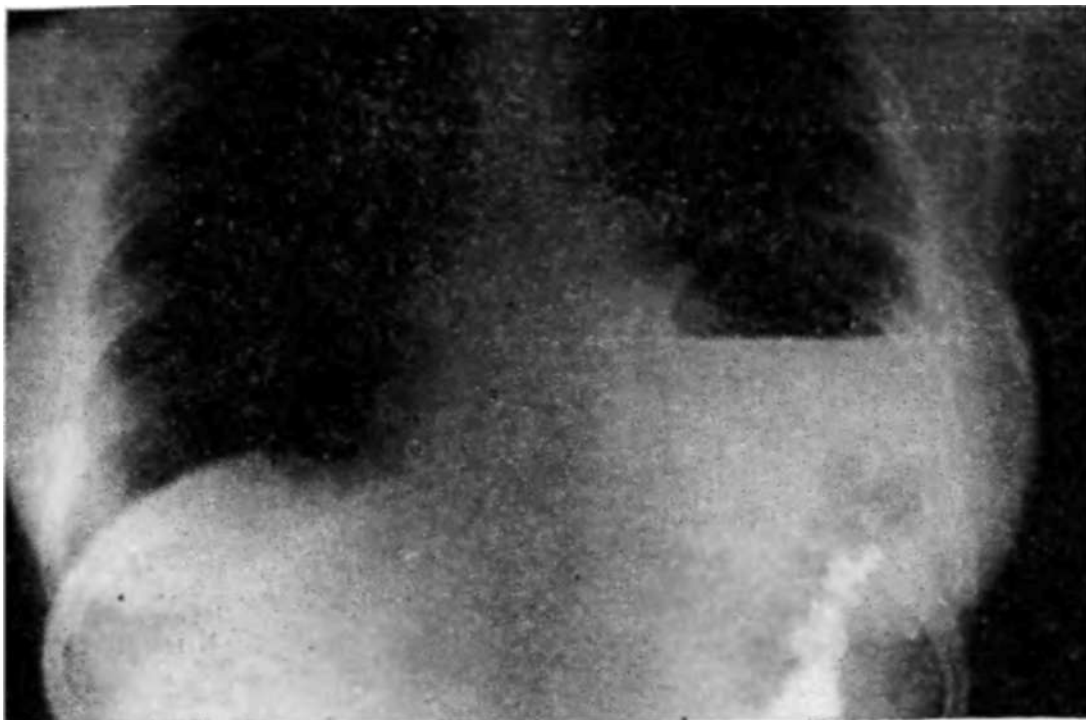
Рентгенограмма больной В. Левосторонняя травматическая диафрагмальная грыжа (прямая проекция). Желудок с горизонтальным уровнем жидкости и контрастированная поперечная ободочная кишка в виде двух сближенных петель смещены в грудную клетку. Дно желудка на уровне IV ребра.
